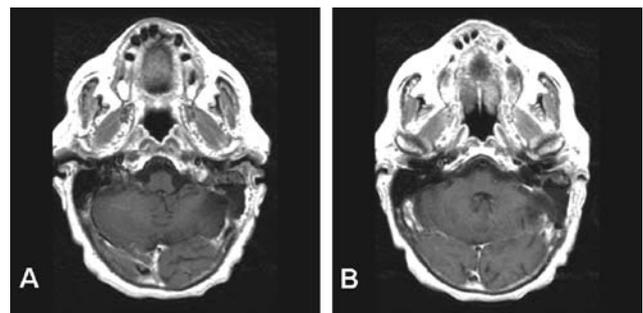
RM craneal de control a los 16 meses post-cirugía. (A y B) Imágenes axiales potenciadas en T1 tras la administración de gadolinio que evidencian ausencia de resto y/o recidiva tumoral.
